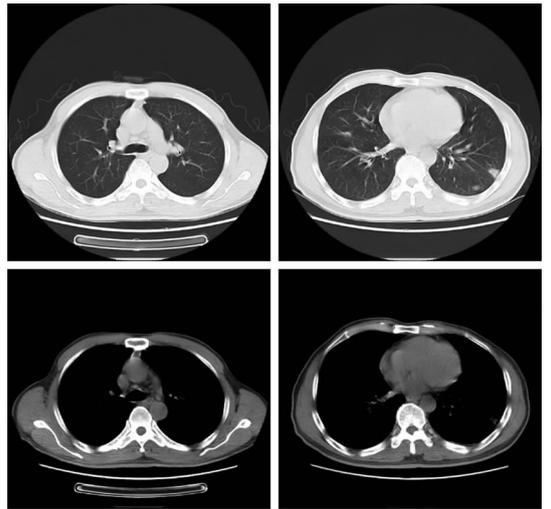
患者抗红球菌感染治疗后肺部 CT 检查结果(2022 年 4 月 13 日)
